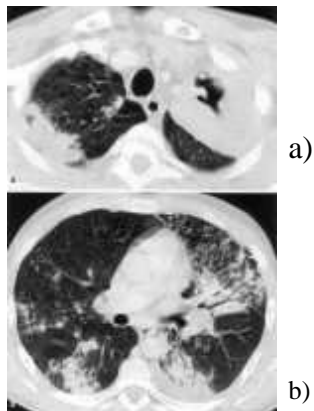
35-jähriger Patient mit deutlichen Aktivitätszeichen im CT. Dickwandige Kaverne im linken Oberlappen (a). Mit bilateralen Streuherden (b). (Eisenhuber u.a. 2007, 397)
